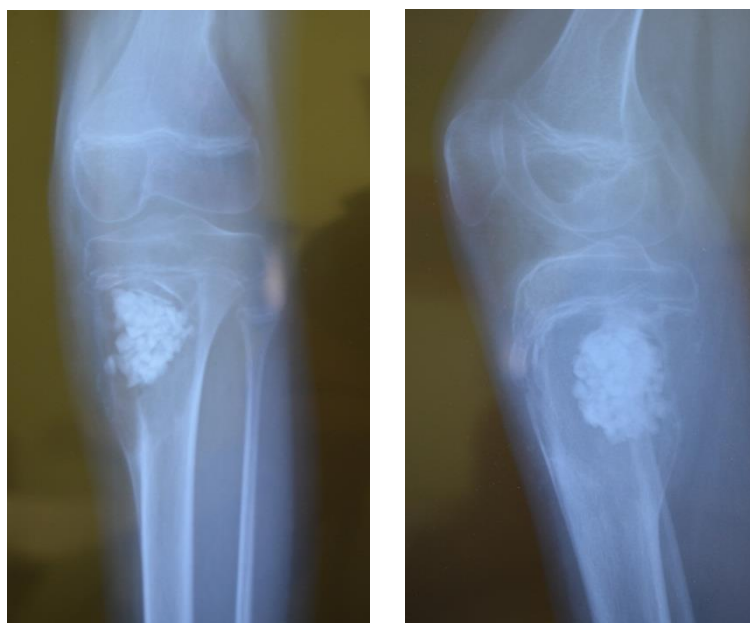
Та же больная. Рентгенограммы через 3 месяца после оперативного вмешательства. Видно формирование костной мозоли за счёт реакции надкостницы. Ростковая зона остаётся изолированной от замещённой кисты с помощью костного трансплантата.
